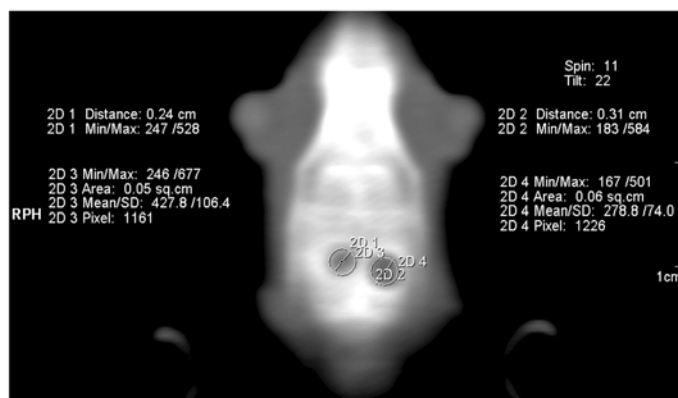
Компьютерная томография (8 недель эксперимента): среднее значение плотности в опытном дефекте составляет 427,8
